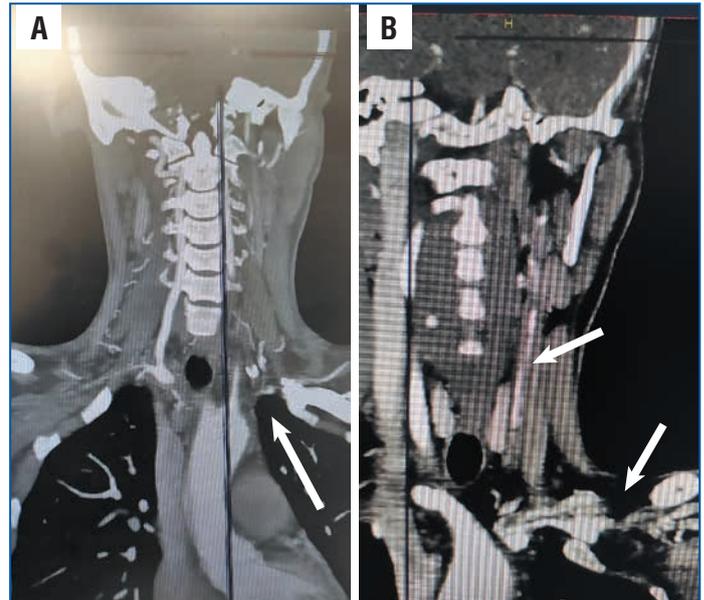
Данные КТ-ангиографии аорты и ее ветвей с контрастированием. Аортоартериит Такаясу, поражение IIa типа.
